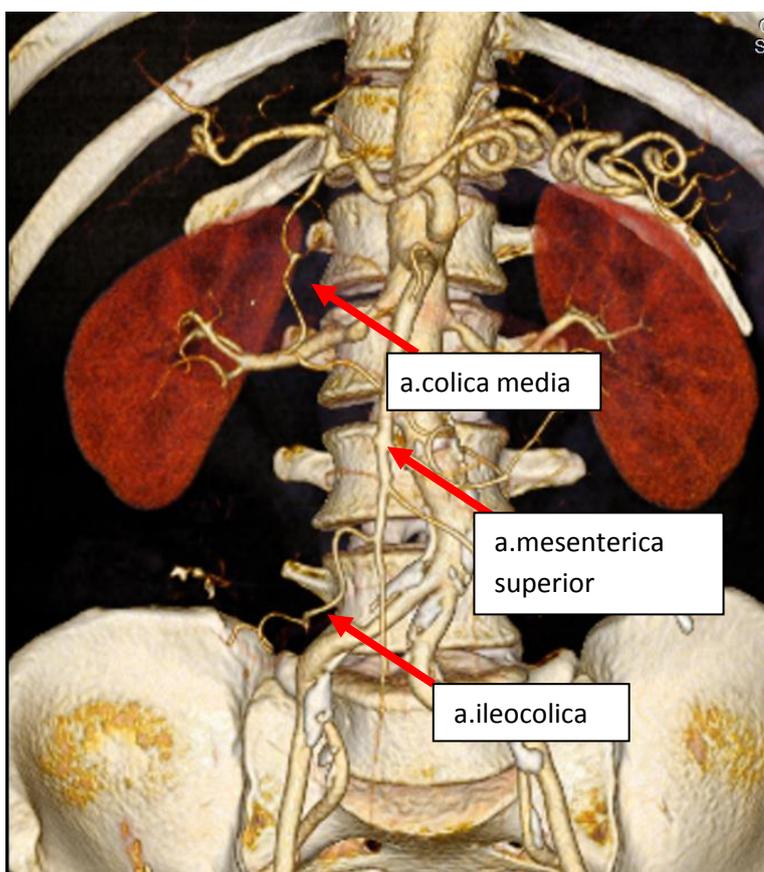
КТ-ангиография. На рисунке обозначены основные сосуды правых отделов ободочной кишки: a.ileocolica, a.colica media, a.mesenterica superior
